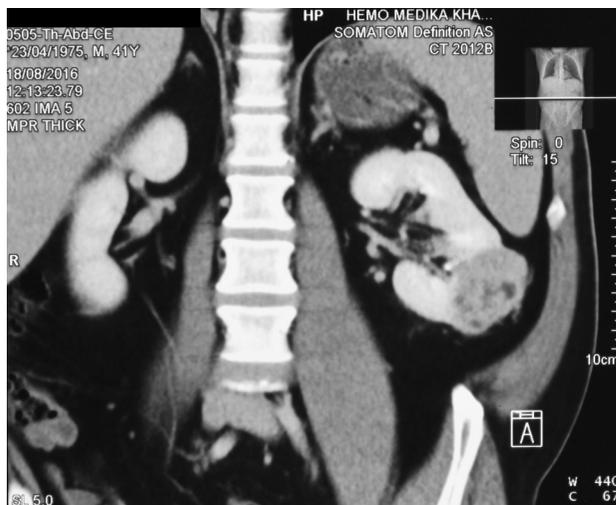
Снимок СКТ до операции: первичное неопластическое образование левой почки
